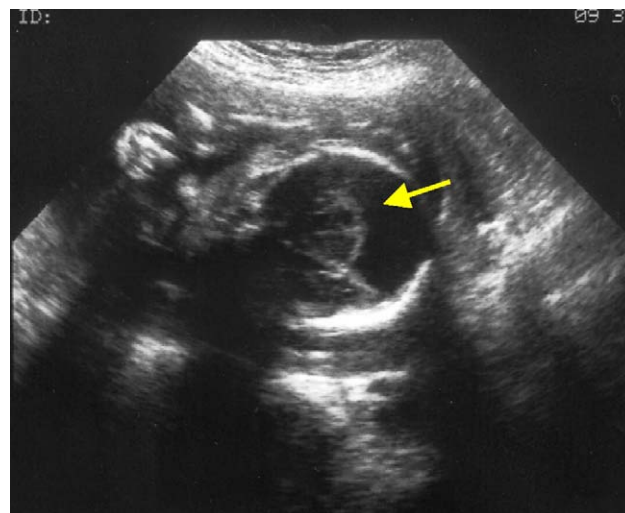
Échographie obstétricale, en coupe axiale, montrant une cavité ventriculaire cérébrale unique avec fusion du thalamus (flèche).
